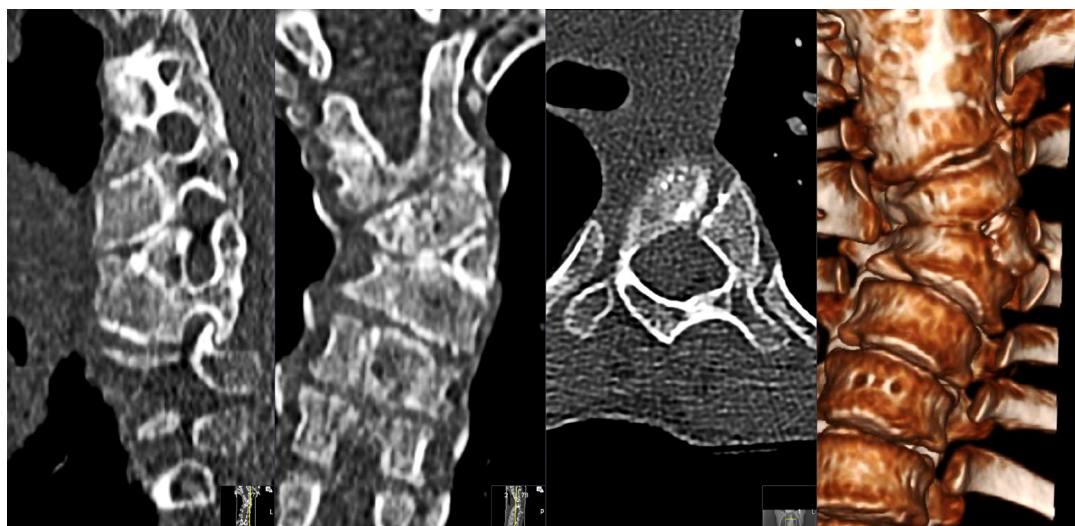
TDM préopératoire d'une malformation congénitale complexe de la colonne thoracique, avec à gauche hémivertèbres Th6/7 partiellement segmentées.
